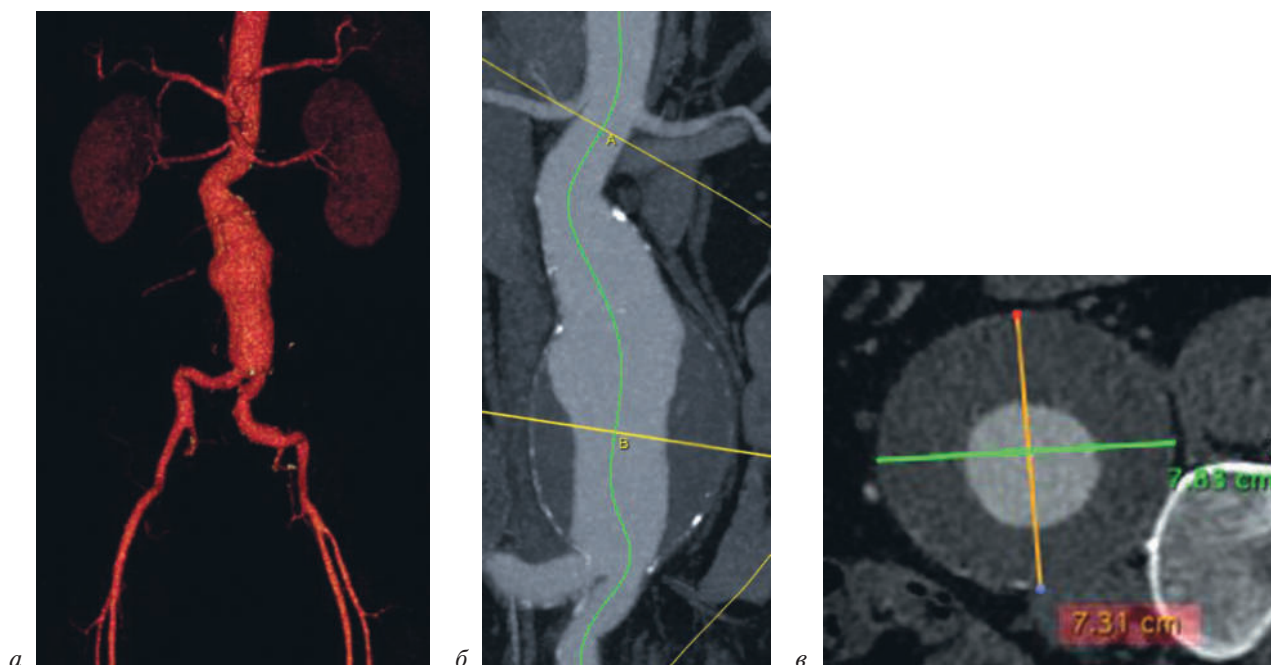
Исходная МСКТ-аортография:
